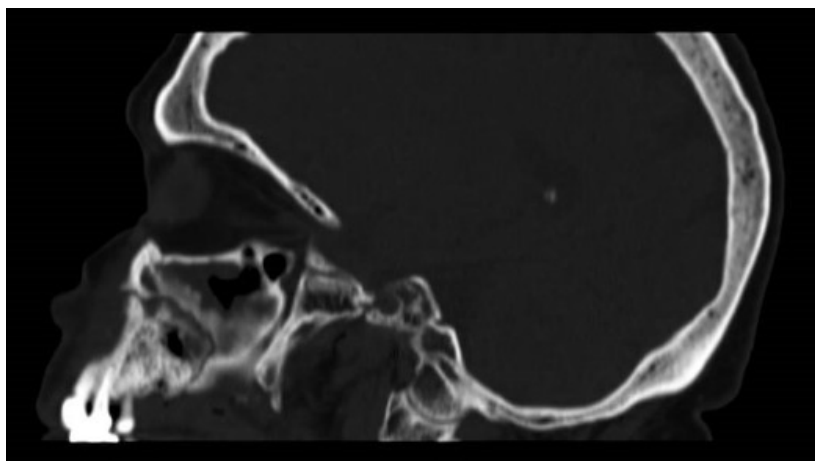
Tomografía computarizada de macizo facial con corte sagital en ventana ósea donde se observa cambio de densidad ósea a nivel de maxilar izquierdo lo que sugiere delimitación de patología ósea (necrosis). Fuente: archivo clínico ISSEMyM
